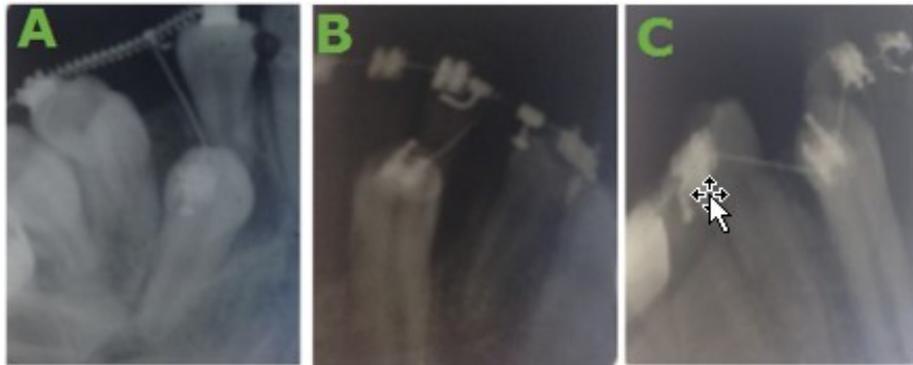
Radiografías periapicales que muestran la verticalización del canino. A: Enderezamiento del 43 (intraóseo), mediante tracción con ligadura metálica. B: Canino verticalizado, se mantiene el medio de tracción. C: Se ha logrado insertar al *bracket* el arco de Niti (0,014), se mantienen fuerzas ligeras y continuas para llevarlo hasta el reborde alveolar. (Imagen propia de los autores).
